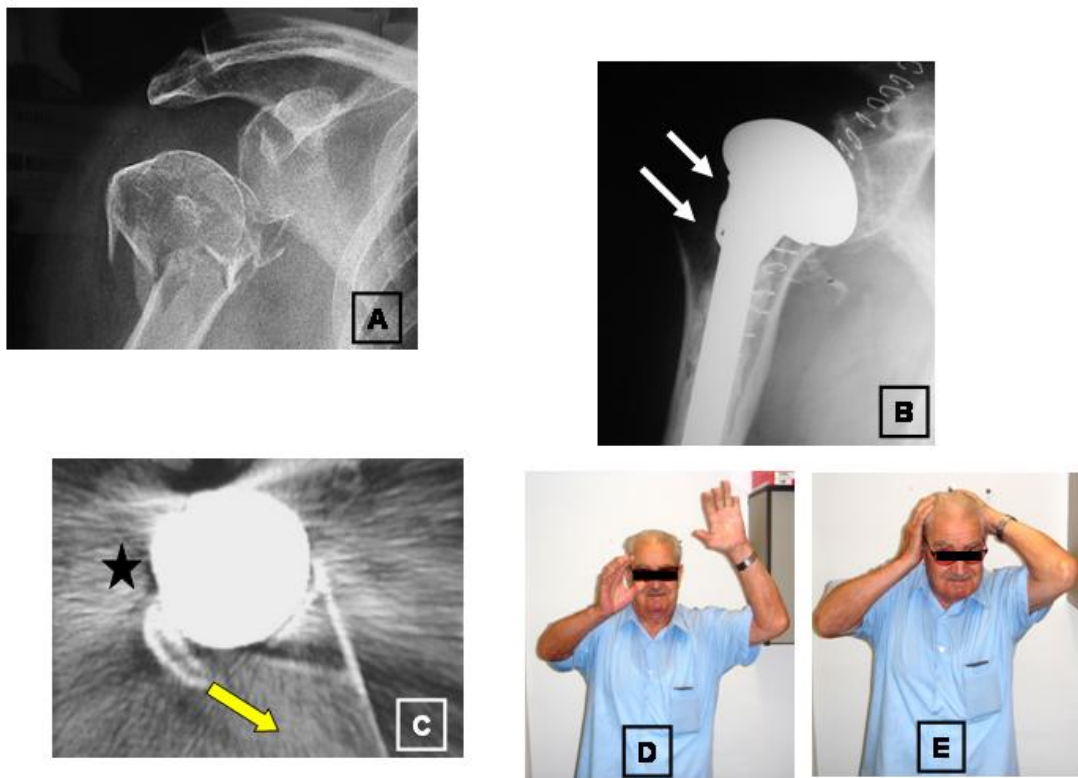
Exemple d'un cas amb mala evolució. A) Fractura 4 parts d'húmer proximal dret. B) Absència de la tuberositat gran (fletxes) en la radiografia AP d'espatlla en el postoperatori immediat que indica una mala reducció. C) Absència de consolidació de la tuberositat gran (asterisc) i migració a posterior (fletxa) a l'any de seguiment en un tall axial de TAC. D) i E) Mobilitat pobre en antepulsió i rotació externa del malalt.
